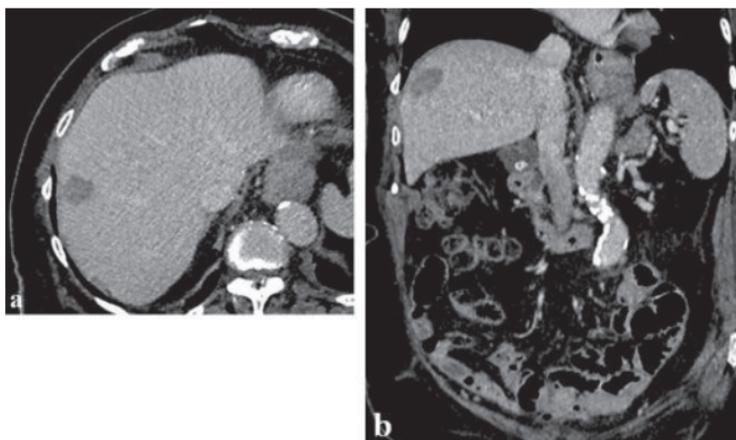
Patiente de 93 ans ayant une métastase hépatique métachrone d'un cancer colique. Le scanner (a,b) montre une lésion de 2,5 cm de diamètre du segment VIII qui sera traitée par radiofréquence percutanée sous guidage échographique vu l'impossibilité de mettre en route une chimiothérapie classique jugée trop lourde pour la patiente. L'obtention d'une clairance hépatique sur l'imagerie de contrôle peut faire surseoir à tout traitement complémentaire.*
